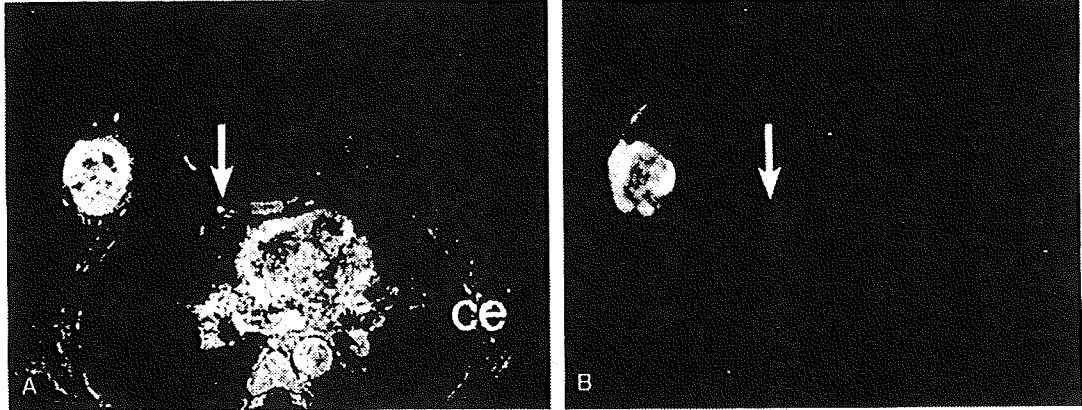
右乳癌の右胸骨傍領域のリンパ節転移症例のMRI画像 40歳代, 女性
